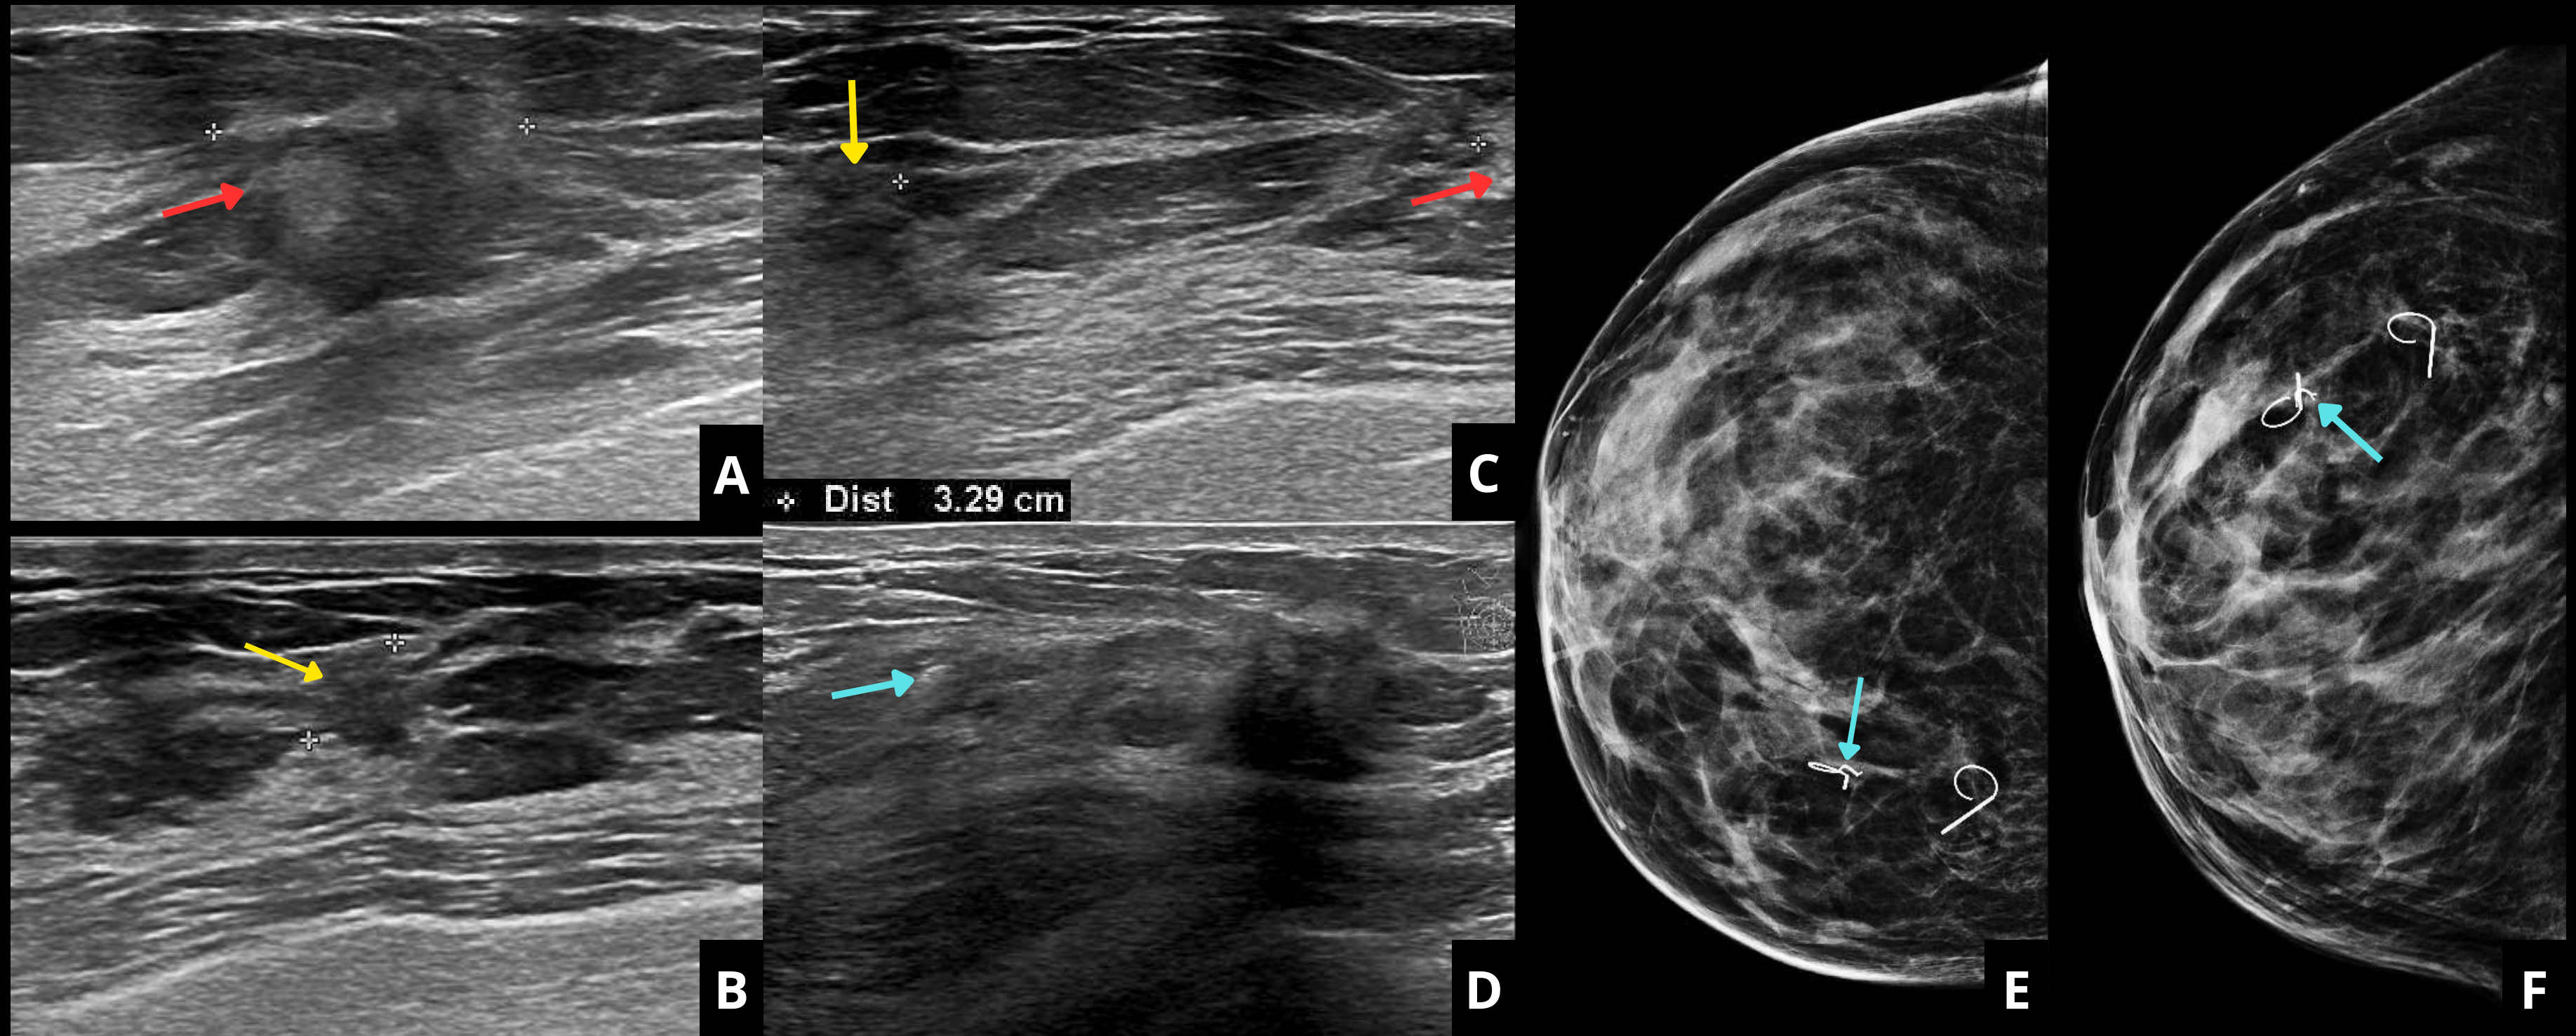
Imágenes de ecografía de reevaluación y mamografía de la misma paciente de la diapositiva anterior, en las que además de observarse la lesión índice (flecha roja) y la adicional (flecha amarilla), se visualiza el marcador colocado durante la BAG.
